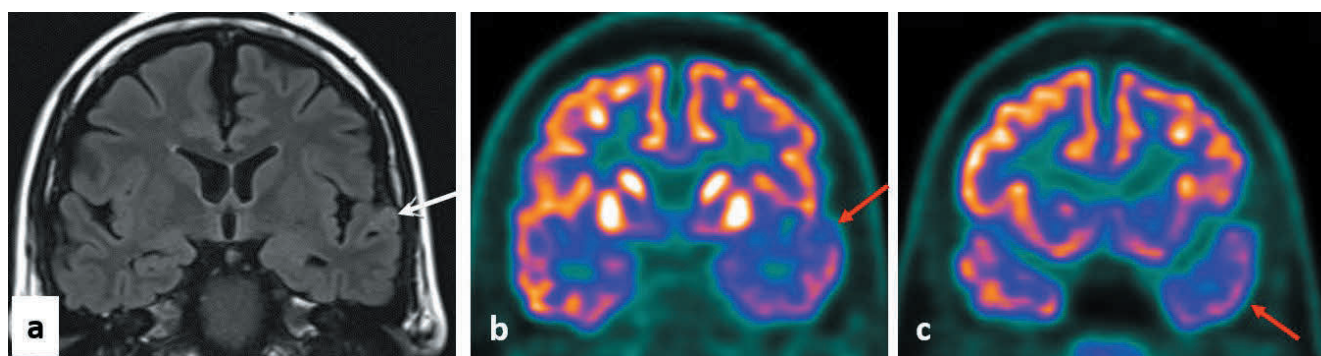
Ổ động kinh (seizure focus). Hình coronal FDG PET cho thấy giảm chuyển hóa ở thùy thái dương trái phù hợp với ổ động kinh ngoài cơn.
